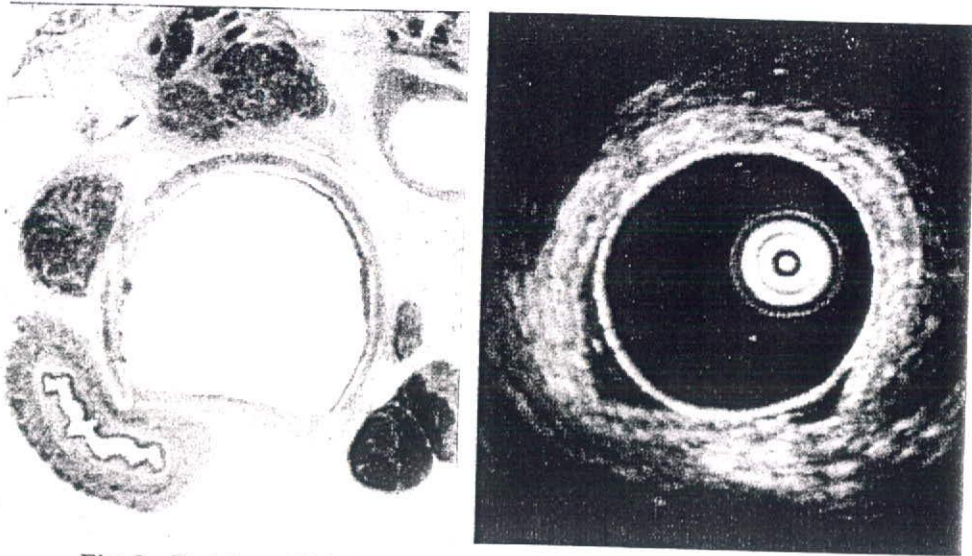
Endobronchial ultrasonogram : EBUS image of normal trachea.
